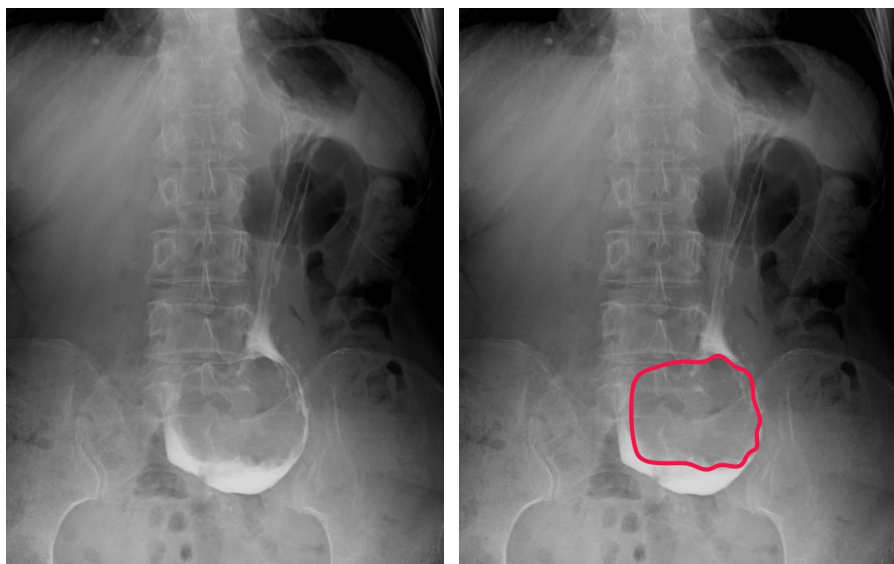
Рентгенография желудка. Рак кардиального отдела желудка с переходом на верхнюю треть тела желудка. В верхней трети тела желудка определяется центральный дефект наполнения (красная линия): а – прямая проекция в положении стоя, б – аннотированное изображение [оригинальный рисунок].
